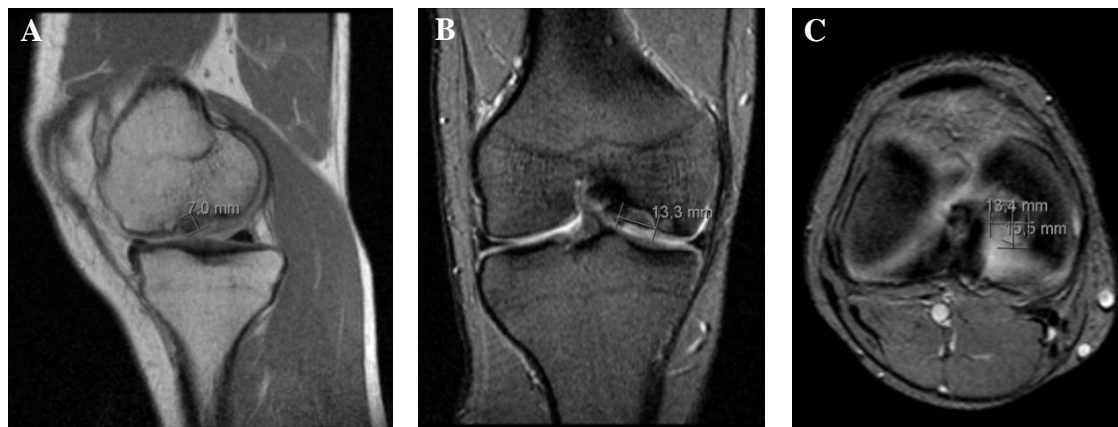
Ressonância magnética nuclear do joelho direito (31/08/2009). A – corte sagital em ponderação T1. B – corte coronal em ponderação T2. C – corte axial em ponderação T2. Lesão osteocondral com perda de substância óssea na vertente externa do côndilo femoral interno com cerca de 1,5 cm x 1,4 de maiores eixos ântero-posterior e transversal e cerca de 8 mm de profundidade em relação à superfície articular, identificando-se fragmento ósseo na vertente articular anterior (14 mm). Pequena área de edema adjacente à lesão. Esclerose subcondral no planalto tibial interno. Derrame articular com maior expressão no recesso para-patelar externo. Sem outras alterações. (imagens provenientes do Serviço de Ortopedia do CHLN, NSC 496509)
